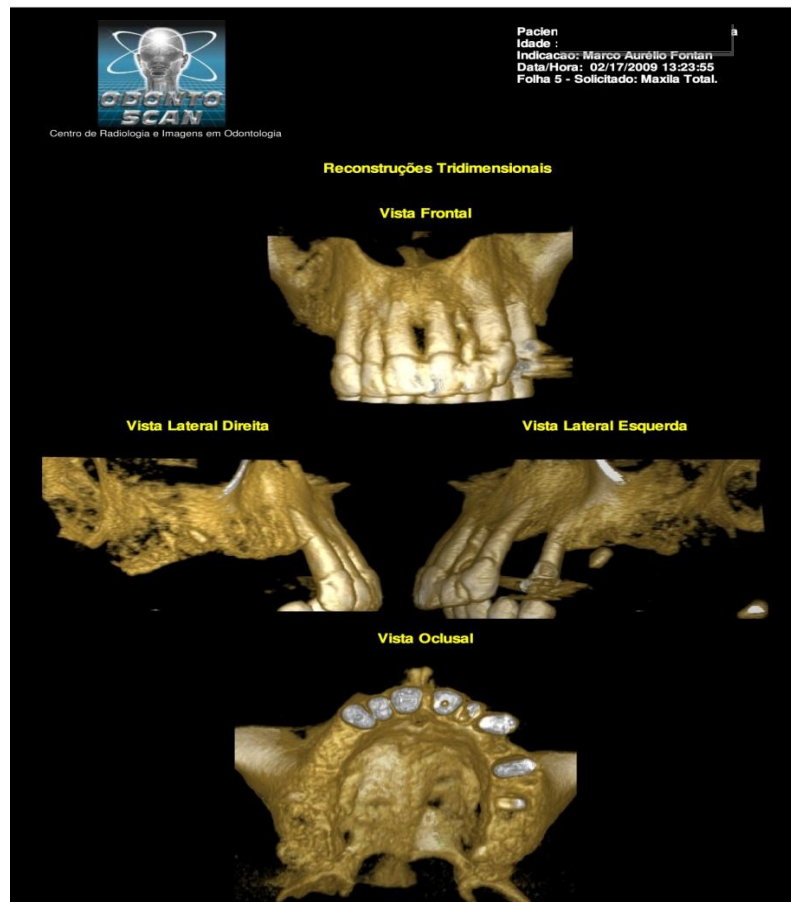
Imagem tridimensional de tomografia cone beam
